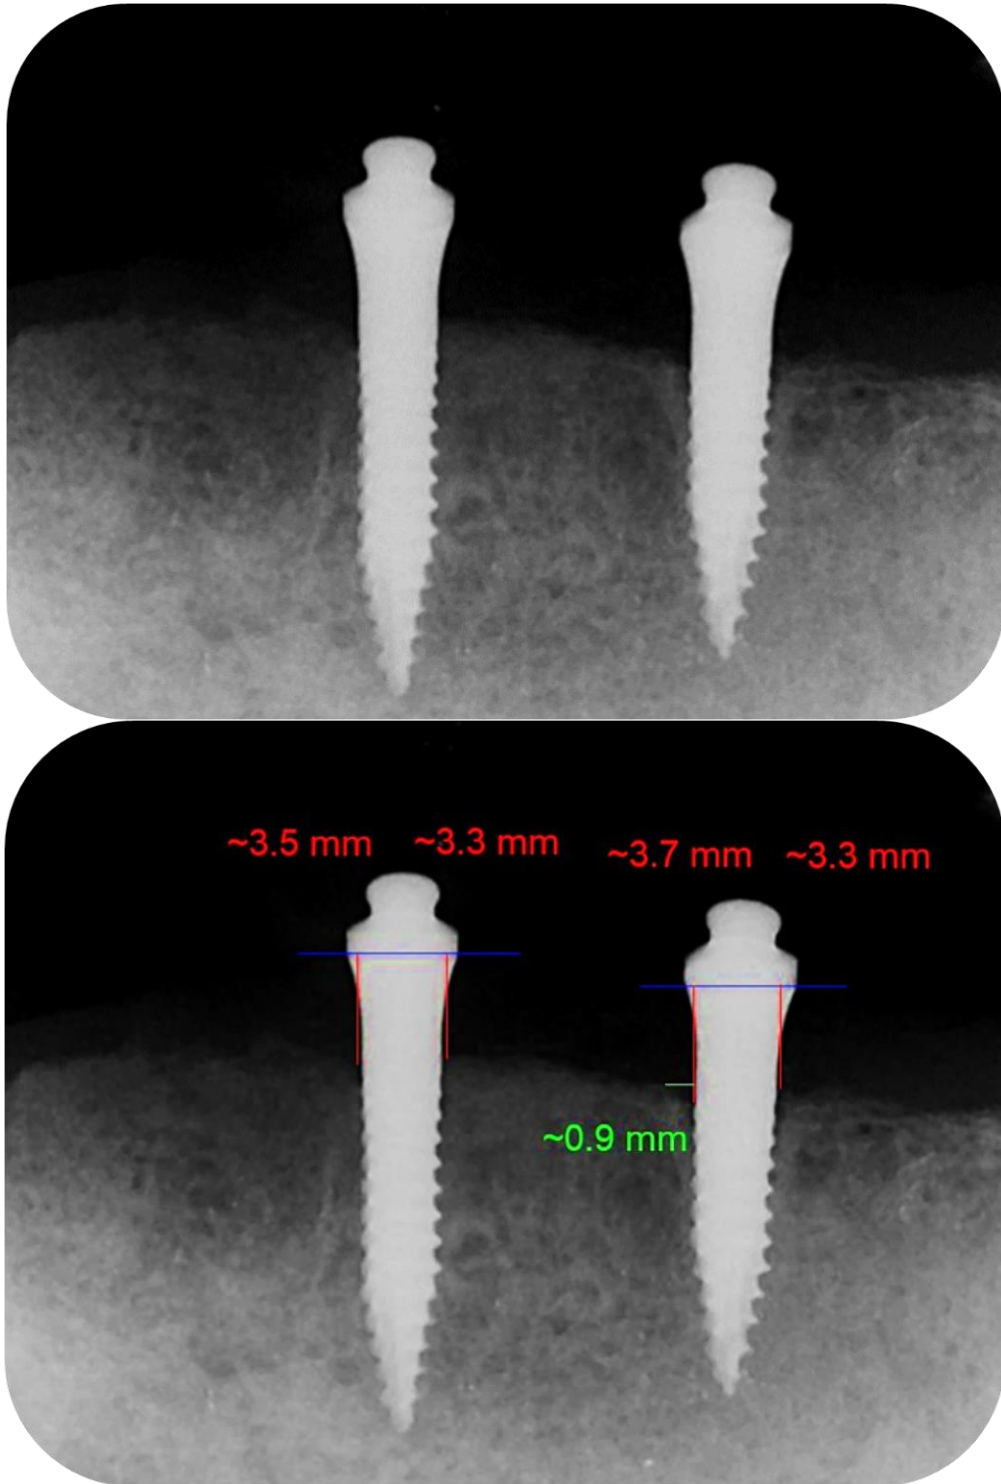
Radiografia periapical pós operatória dos mini implantes. Na imagem superior observa-se a radiografia periapical realizada no retorno de 12 meses após a captura. Na imagem inferior observa-se a mesma radiografia já com as medidas de nível ósseo peri-implantar. As linhas azuis representam o limite do fim da plataforma, as linhas vermelhas representam a medida do nível ósseo vertical (da plataforma até o primeiro contato osso-implante) e a linha verde o nível ósseo horizontal (do implante até a crista do rebordo).
